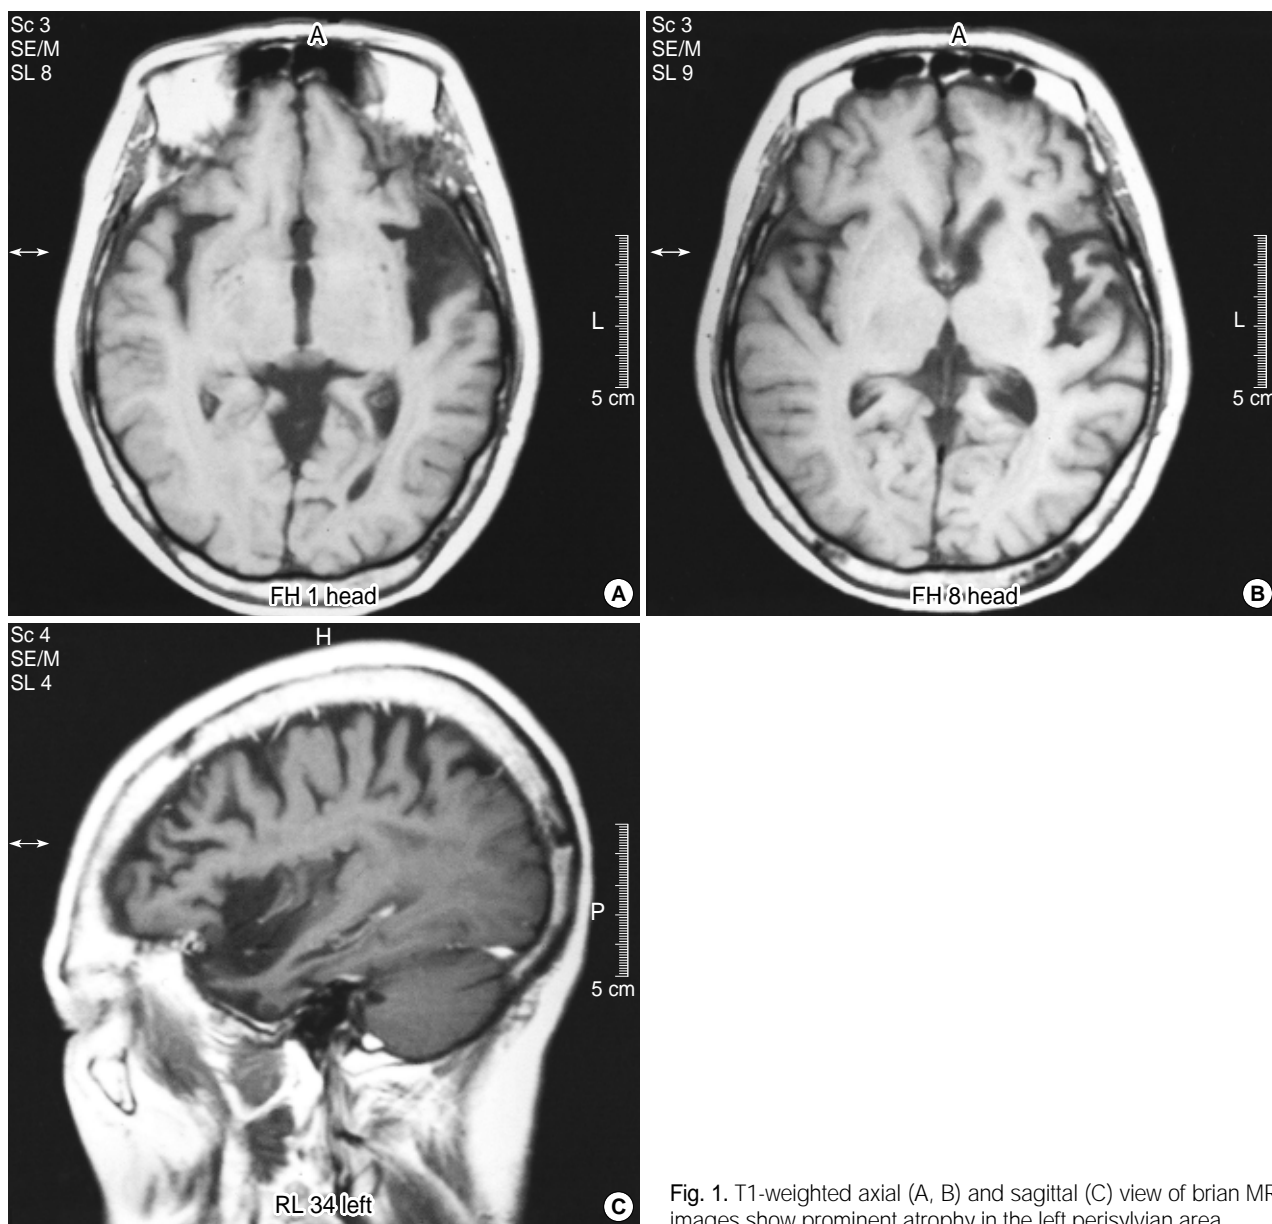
T1-weighted axial (A, B) and sagittal (C) view of brain MR images show prominent atrophy in the left perisylvian area.
